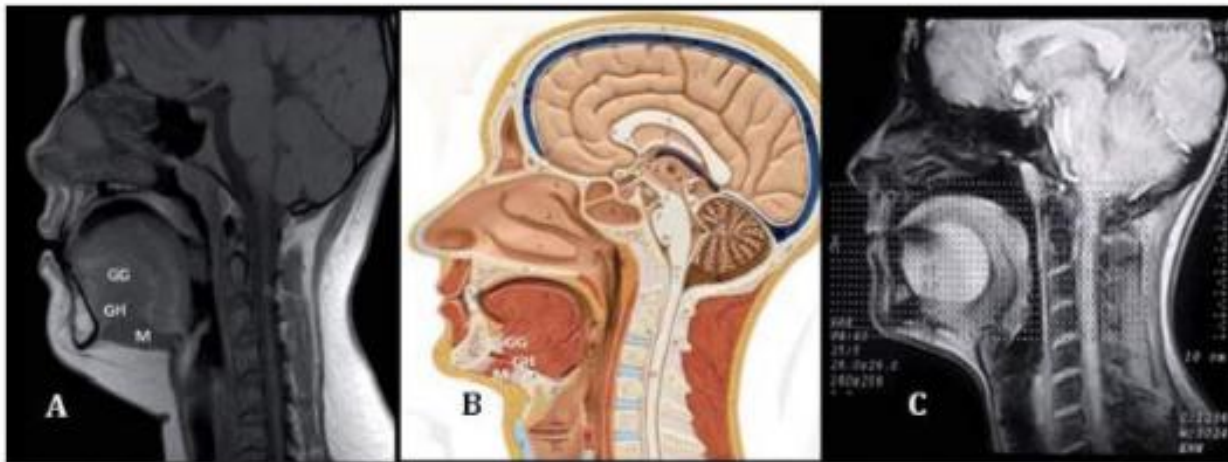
RM en T1 en corte sagital, que muestra el músculo geniogloso,geniohioideo y milohioideo.
